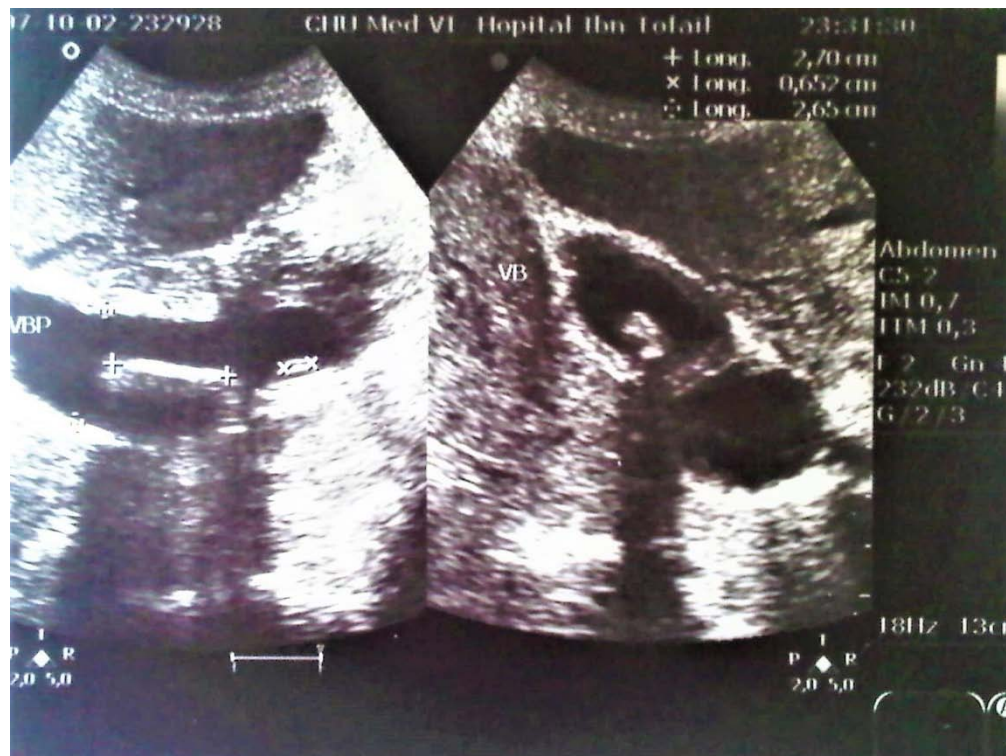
Aspects échographiques d'une angiocholite : La vésicule biliaire est multi lithiasiques, semi pleine à paroi régulière.
